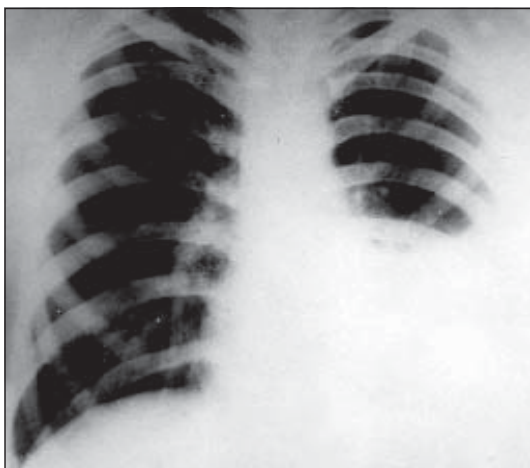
Рентгенограма хворої М.
